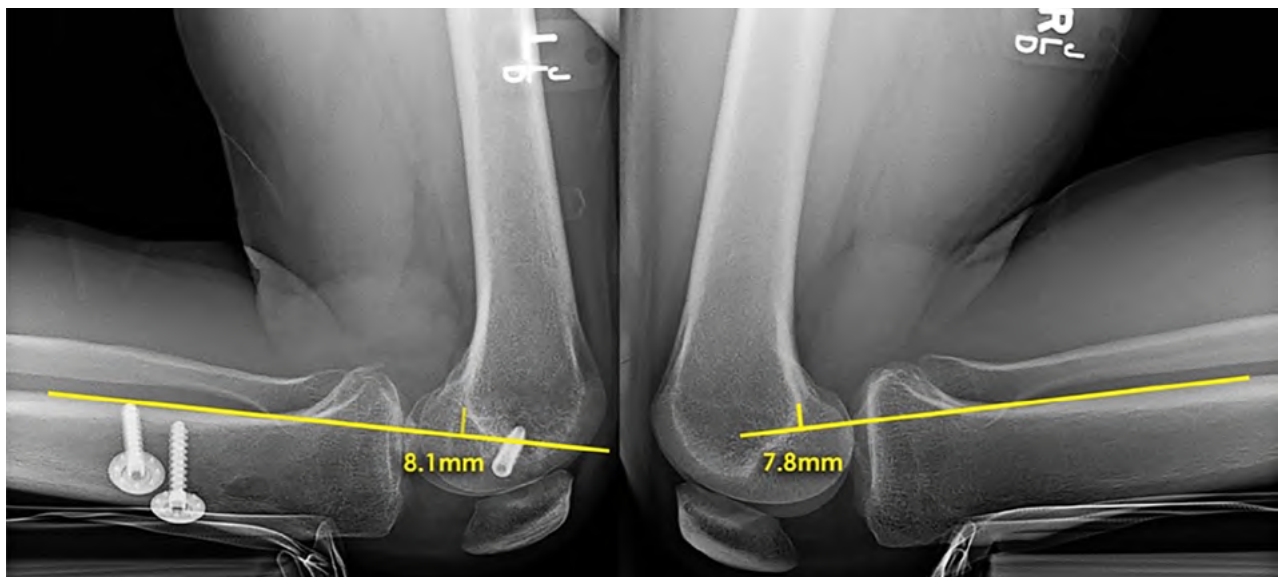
Radiografías con estrés comparativas de ambas rodillas que demuestran una diferencia de 0.3 mm sugestiva de una lesión del LCP de rodilla izquierda.
